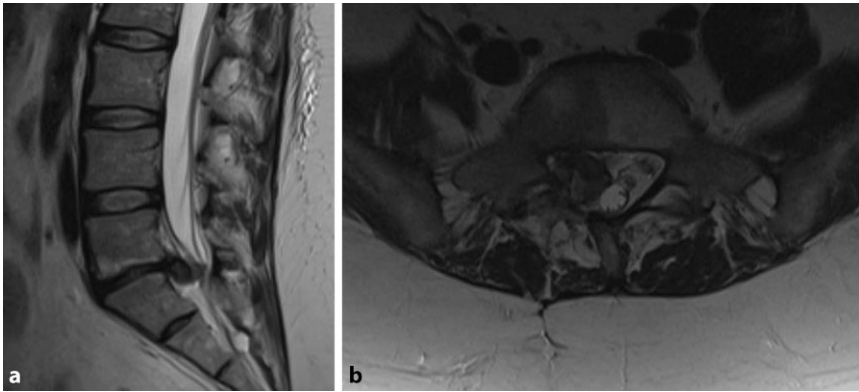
▲ 42-jähriger Patient mit akut aufgetretenen Rückenschmerzen und hochgradiger Fußheberparese. In der MRT zeigt sich ein mediolateral rechts betonter Bandscheibenvorfall (hypointens) in der sagittalen (a) und axialen (b) T2w-Sequenz auf Höhe von L5/S1 mit Sequestrierung nach kaudal und Kompression der austretenden L5-Wurzel
